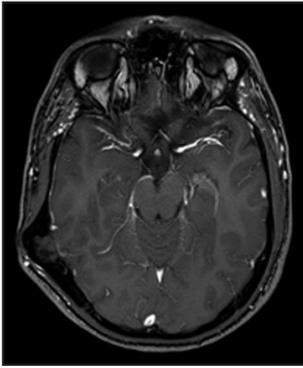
Acquisition transverse IRM T1 en mode *Fast Field echo* objectivant le kyste leptoméningé comblé par une hernie de parenchyme cérébral.
